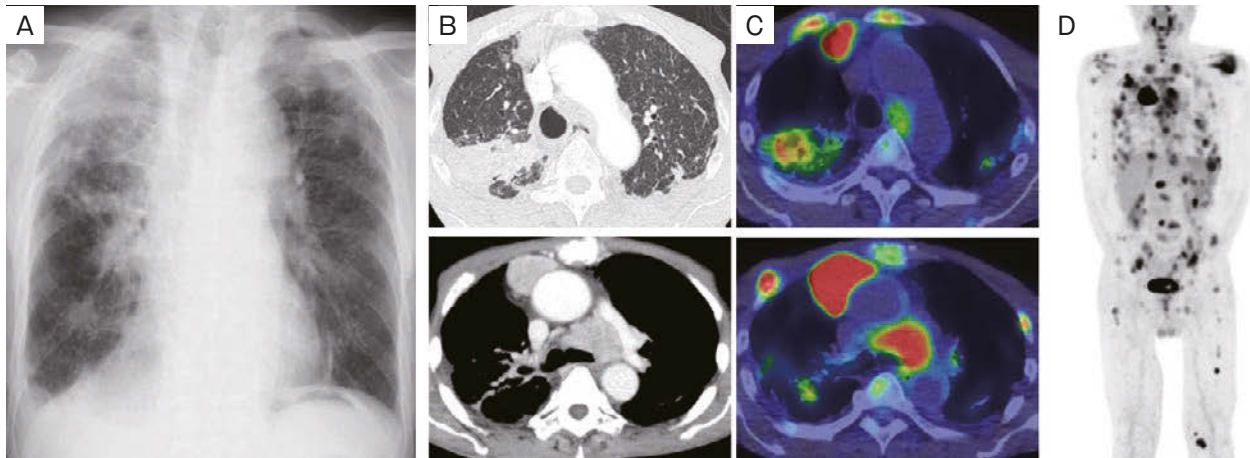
Imaging findings. (A) Chest X-ray showed that a mediastinal mass compressed the trachea. Masses were also observed in the right upper and middle lung fields. (B) Chest contrast-enhanced computed tomography (CT) demonstrated pneumonitis in the right upper lobe. Bronchial stenosis of the right upper lobe branch was observed. The anterior mediastinal tumor and the enlarged mediastinal lymph nodes increased in size. Furthermore, the enlarged lymph nodes had invaded the left main bronchus. (C) Positron emission tomography/CT (PET/CT) showed that the anterior mediastinal tumor and mediastinal lymph nodes had abnormal uptake of fluorodeoxyglucose. (D) Systemic PET/CT suggested that the tumor cells had spread to multiple bones.
